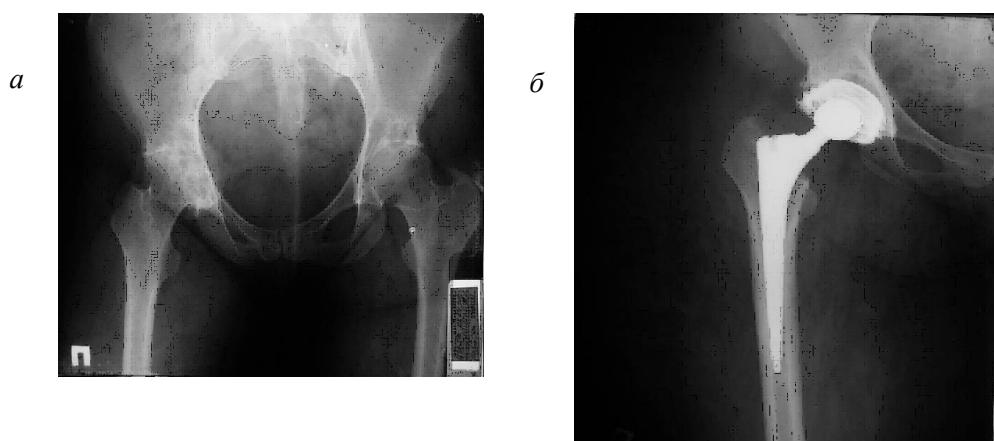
Рентгенограммы больной В., 45 лет, с ревматоидным артритом до операции (а) и после тотального эндопротезирования сустава бесцементной системой ОРТЭН с установкой конической ножки (б)
